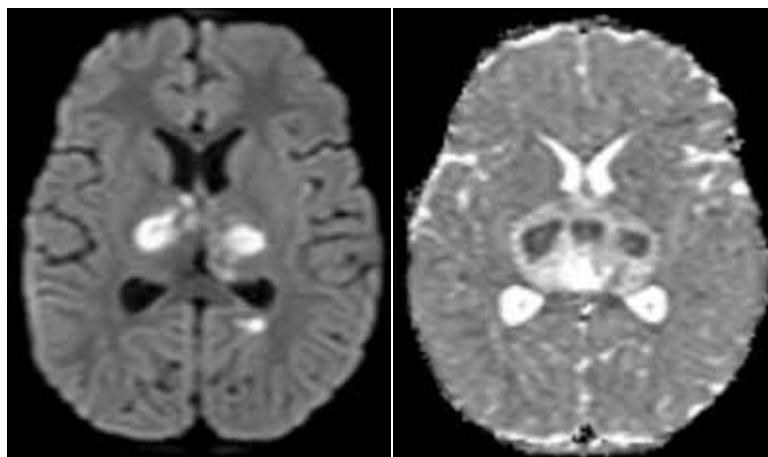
МРТ. Острая некротическая энцефалопатия
